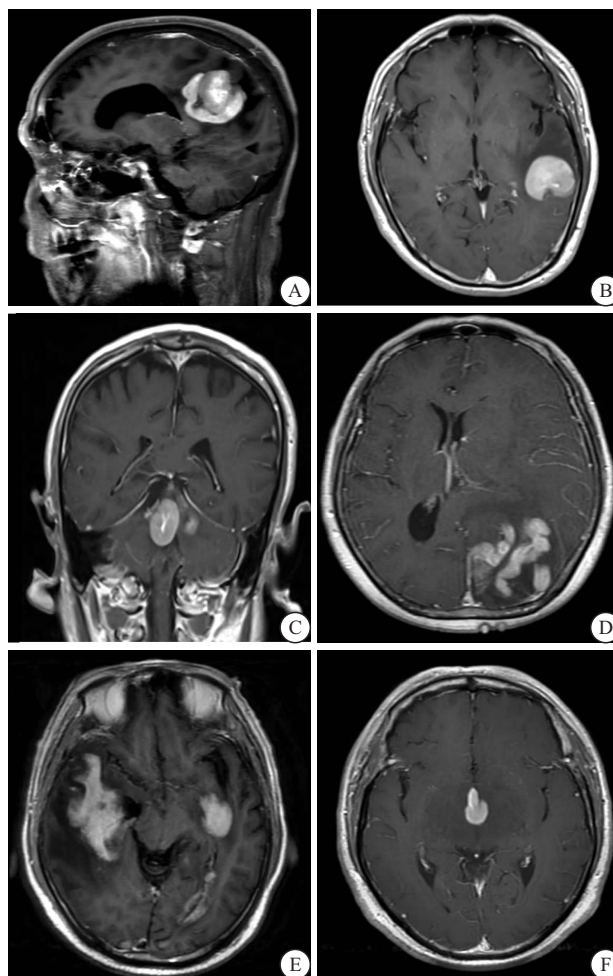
原发性中枢神经系统淋巴瘤的典型 MRI 增强表现
